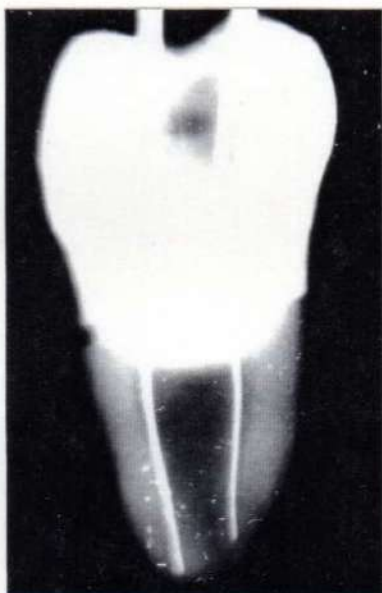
Radiografía próximo-proximal de conductometría de ambos conductos.
